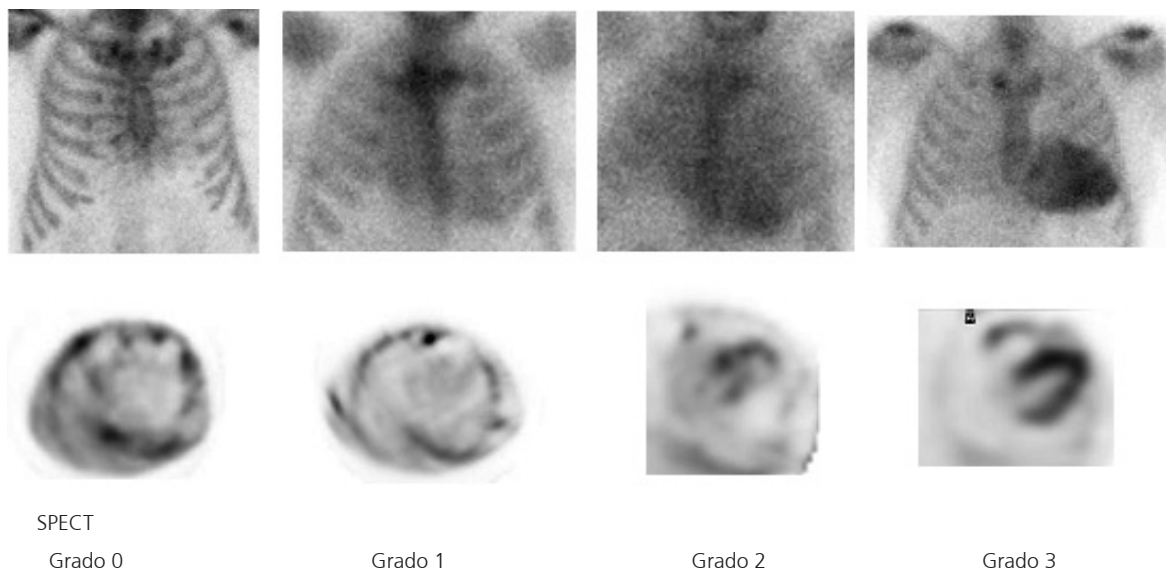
Ejemplo del análisis semicuantitativo de la captación miocárdica de ^{99m}Tc -HMDP: Imágenes planares y SPECT.
